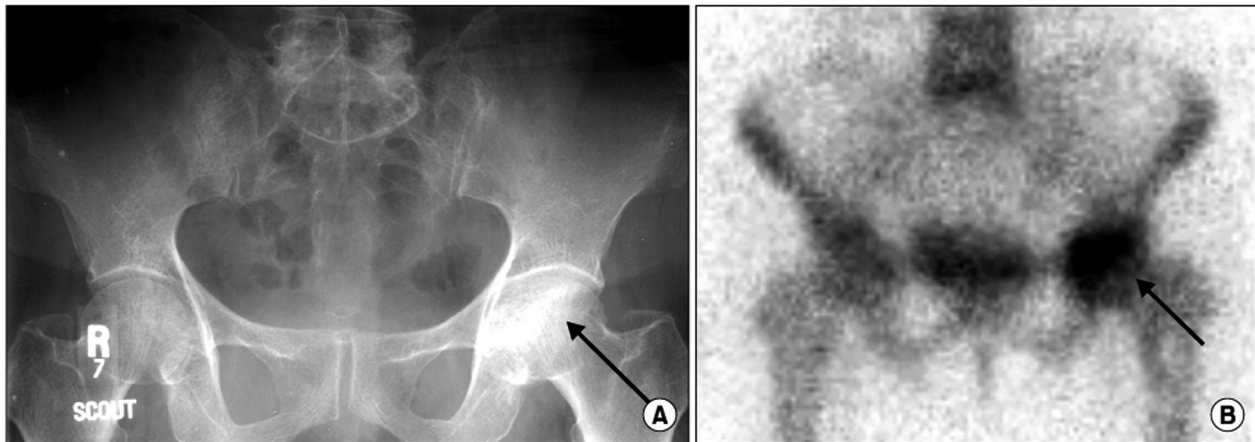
Рентгенограма (А) та остеосцинтиграма (В) хворого Л. з аваскулярним некрозом голівки лівої стегнової кістки
